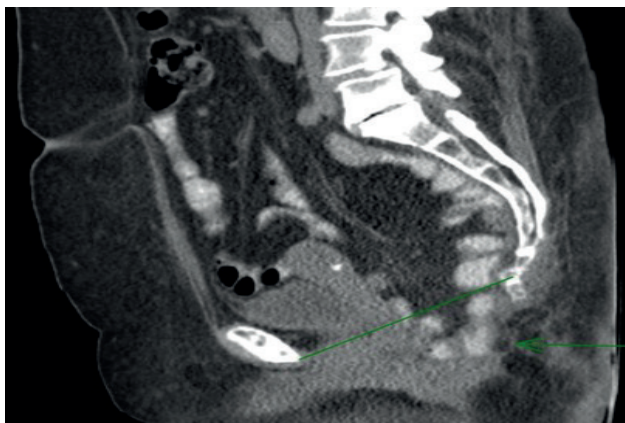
Corte sagital de tomografía computarizada de abdomen en la cual se evidencia eventraci3n perineal.
